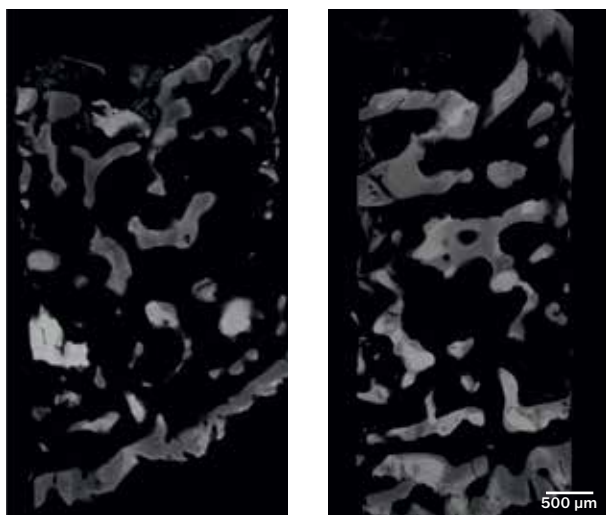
Immagine rappresentativa che mostra due microradiografie di sezioni spesse di campioni ossei del pavimento del seno incrementato con allinnesto di osso umano mineralizzato, 6 (sinistra, campione bioptico 3,2 mm) e 9 (destra, campione bioptico 2,2 mm) mesi dopo la chirurgia.
